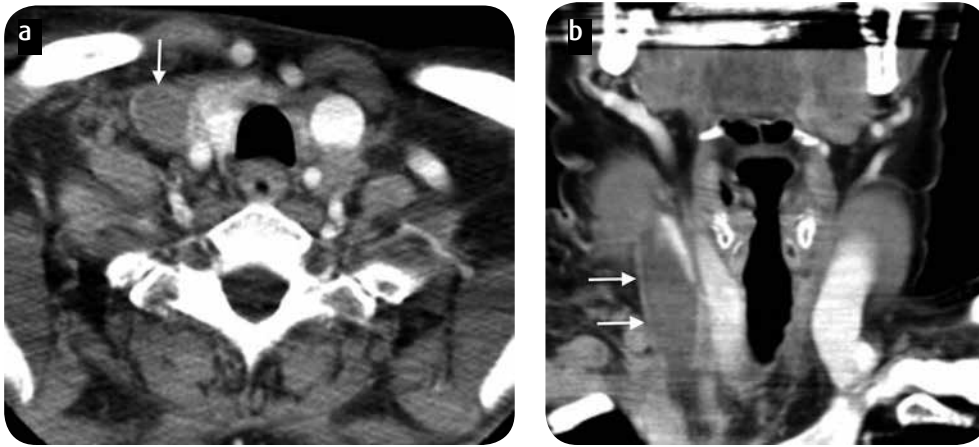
a) TC corte axial y b) reconstrucción coronal. Se aprecia material de baja densidad en el interior de la vena yugular interna derecha, con discreto realce periférico relacionado con trombosis venosa (flechas).
